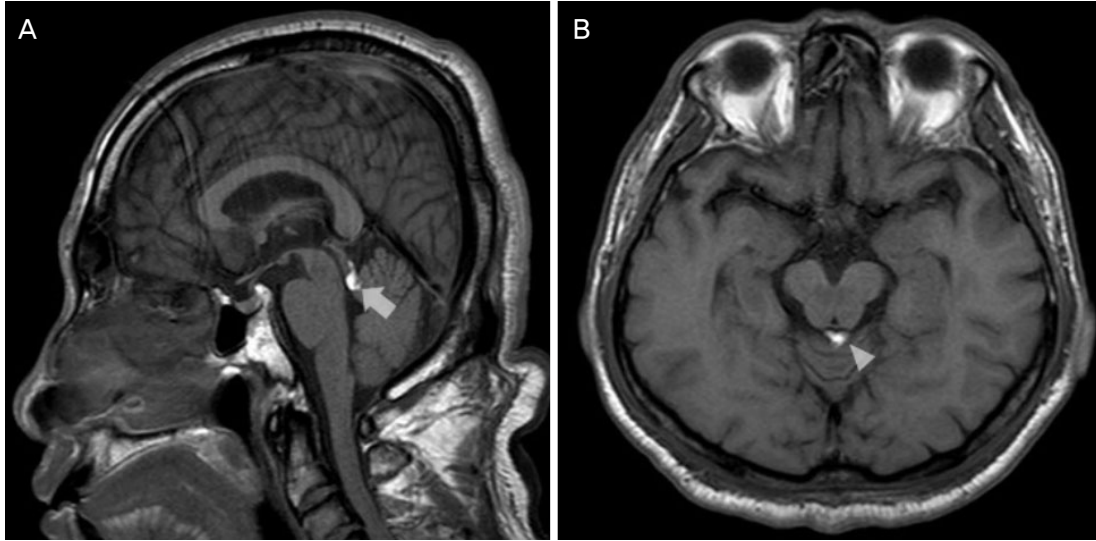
T1-weighted magnetic resonance imaging (MRI) of brain. (A) Sagittal T1-weighted magnetic resonance imaging (MRI) of brain showed a well-defined hyperintensity suggesting lipoma in median region of quadrigeminal cistern adjacent to the anterior medullary vellum (arrow). (B) Axial T1-weighted MRI image demonstrated lipoma located adjacent to the emerging site of trochlear nerve fiber (arrowhead).
